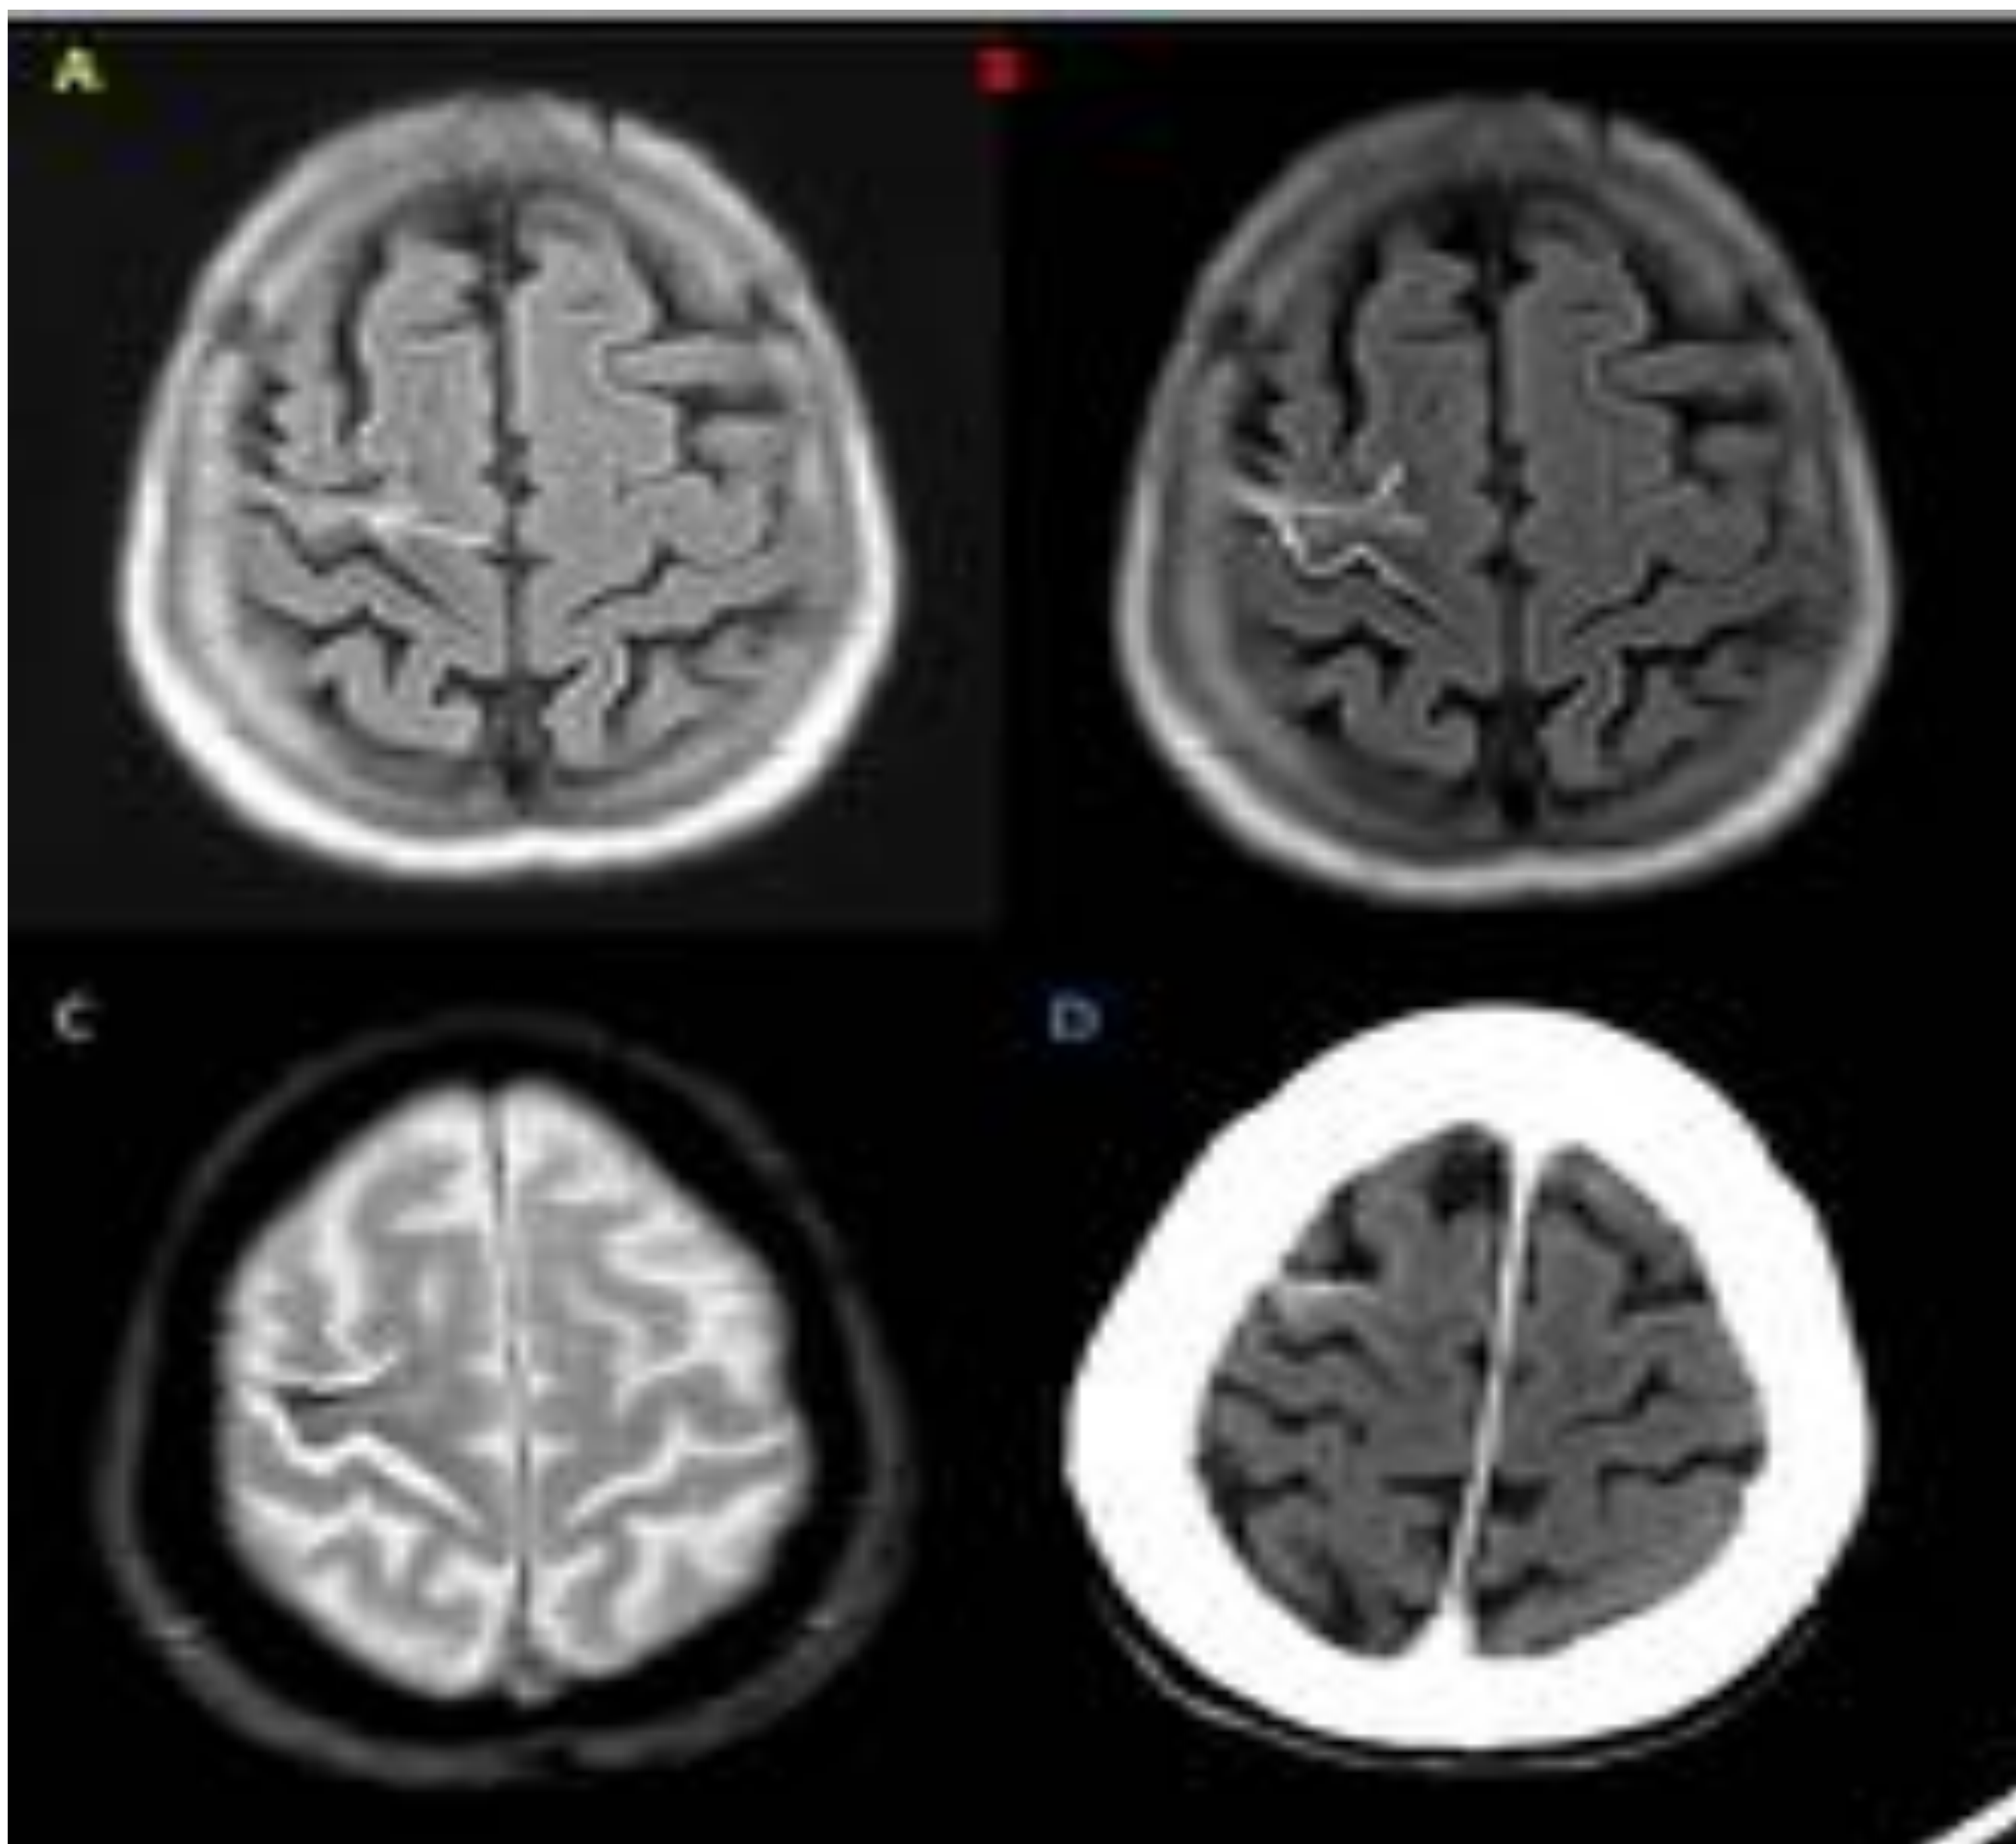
Malformación vascular leptomeníngea. Se identifica una sutil hiperintensidad en la secuencia FLAIR (A) del giro central derecho (flecha), con realce leptomenígeo de los surcos rolándico y prerrolándico y del córtex del giro central derechos en las secuencias FLAIR con contraste iv (B), asociado a una pérdida de volumen del giro central y una hipointensidad en el surco prerrolándico en la secuencia T2* FFE (C) que corresponde a calcificación giral en “vía de tren” en la TC (D).
